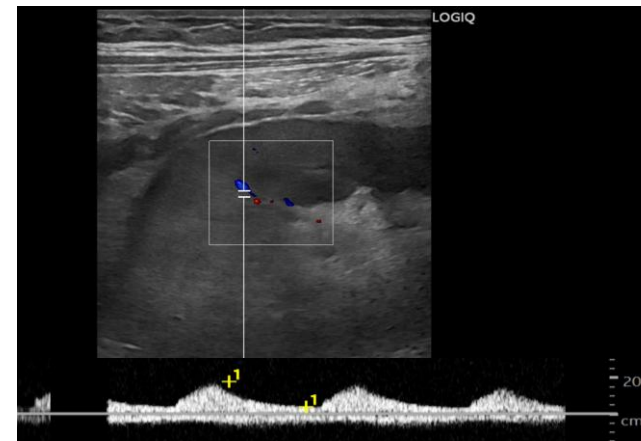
Estenosis de la arteria renal con compromiso hemodinámico parenquimatoso. Ecografía Doppler color y espectral con ondas parvus et tardus, con índices de resistencia bajos (< 0,5)
